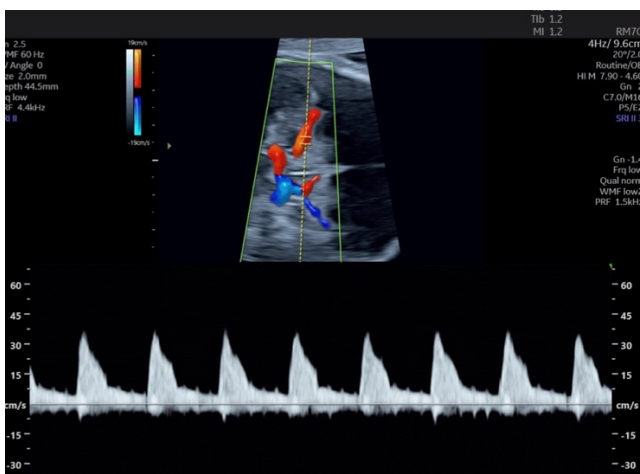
Forma de onda Doppler de la arteria umbilical obtenida por vía transabdominal en el tercer trimestre.
